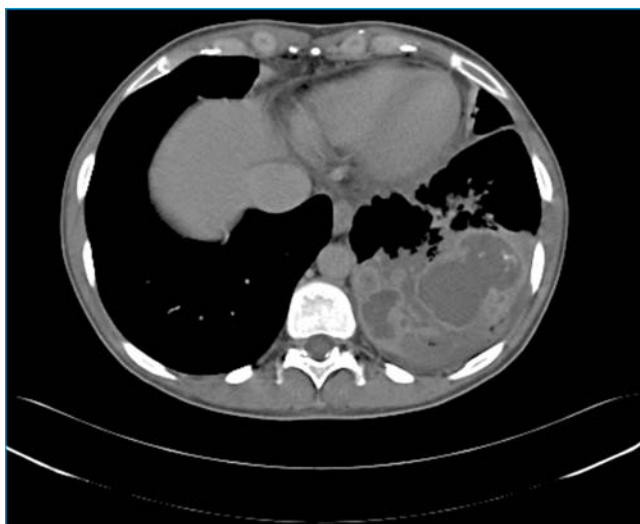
Alla TC si osserva disomogeneo addensamento parenchimale localizzato a livello della piramide basale del lobo inferiore sinistro, nel cui contesto si documentano tre aree colliquative con diametro rispettivamente di 57, 35 e 15 mm, circonscritte da parete con *enhancement*
